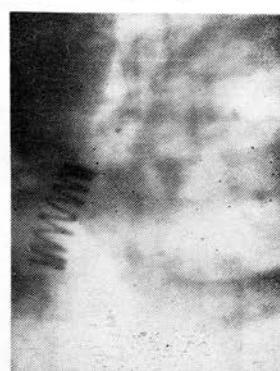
Рентгенограмма Е., 14 лет. В правом главном бронхе — металлическая пружинка размером 20×7 мм.
